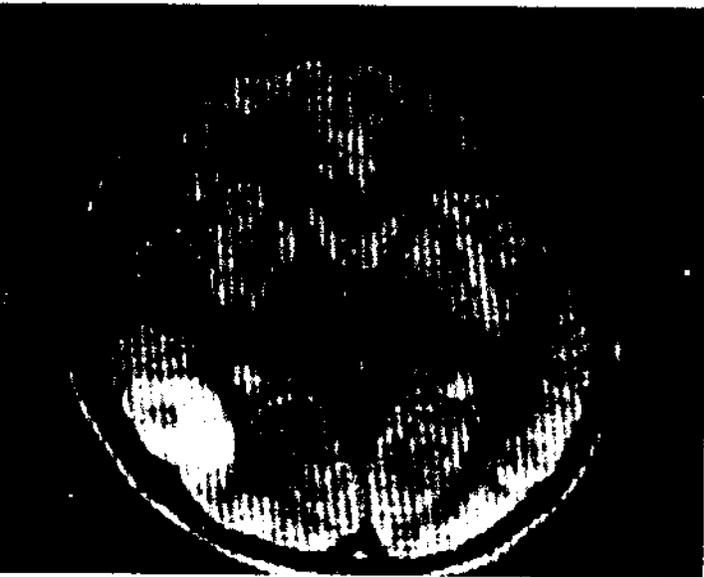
Imagen con resonancia magnética en un caso de cisticercosis en fase de encefalitis temporo-occipital.
